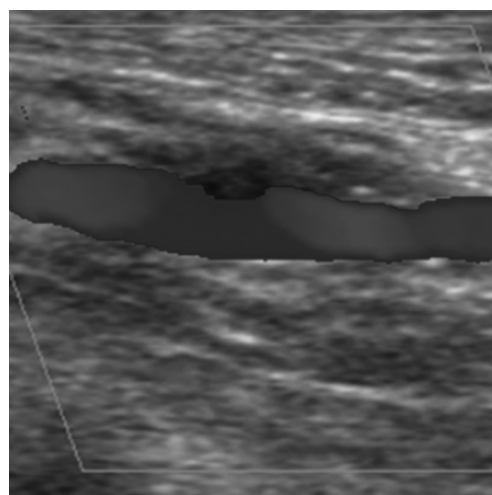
Color Doppler ultrasound in longitudinal axis shows good arterial flow without pseudoaneurysm or hematoma after 3 months.
